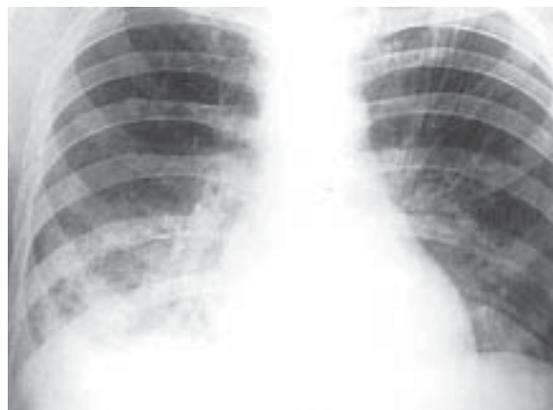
Radiografía de tórax con infiltrado intersticial difuso con predominio paracardíaco derecho
